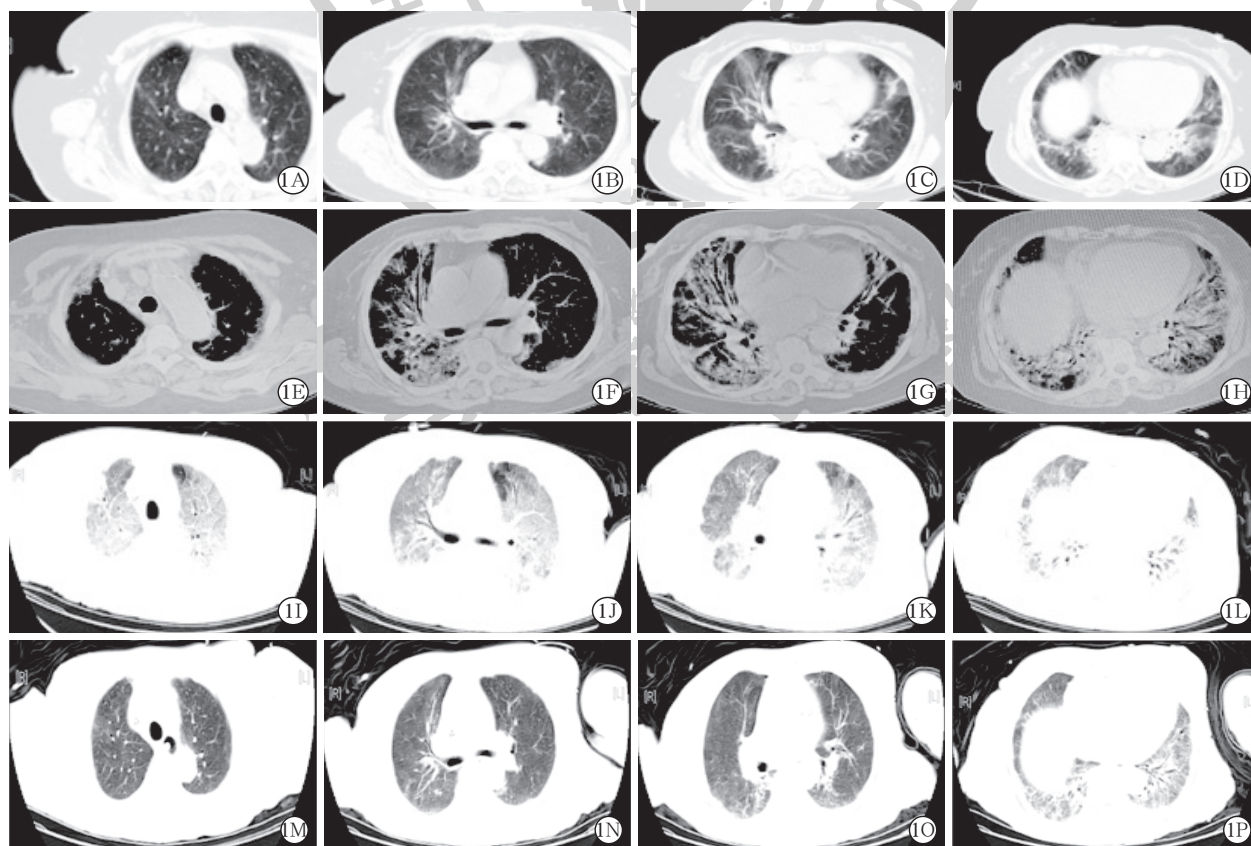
1 例 71 岁女性抗合成酶抗体综合征并发重度急性呼吸窘迫综合征患者胸部 CT 成像 2025 年 6 月 11 日肺部散在感染(A~D);2025 年 7 月 6 日肺部感染较前进展,呈斑片状,间质性改变(E~H);2025 年 7 月 10 日肺间质性改变较前明显进展(I~L);2025 年 7 月 26 日肺部少许感染,间质性改变较前吸收(M~P);A~D、E~H、I~L、M~P 分别展示从肺尖段到肺底段不同 CT 层面的影像学变化
